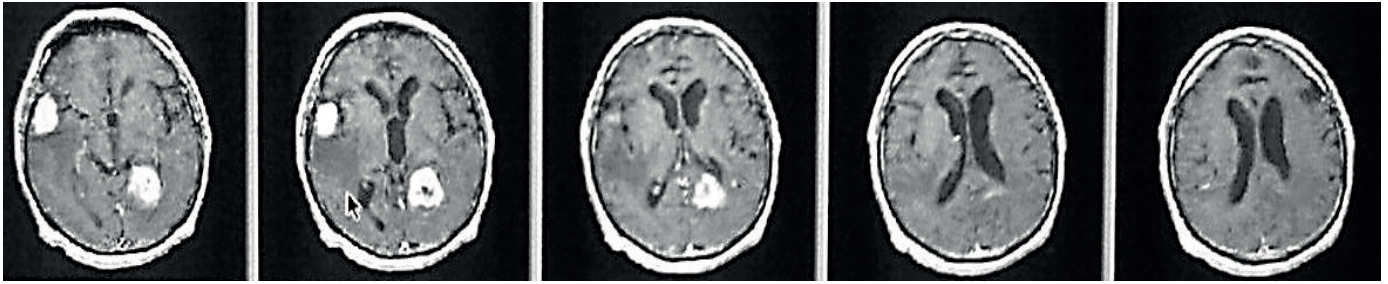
МРТ багатовогнищевого ураження головного мозку.
